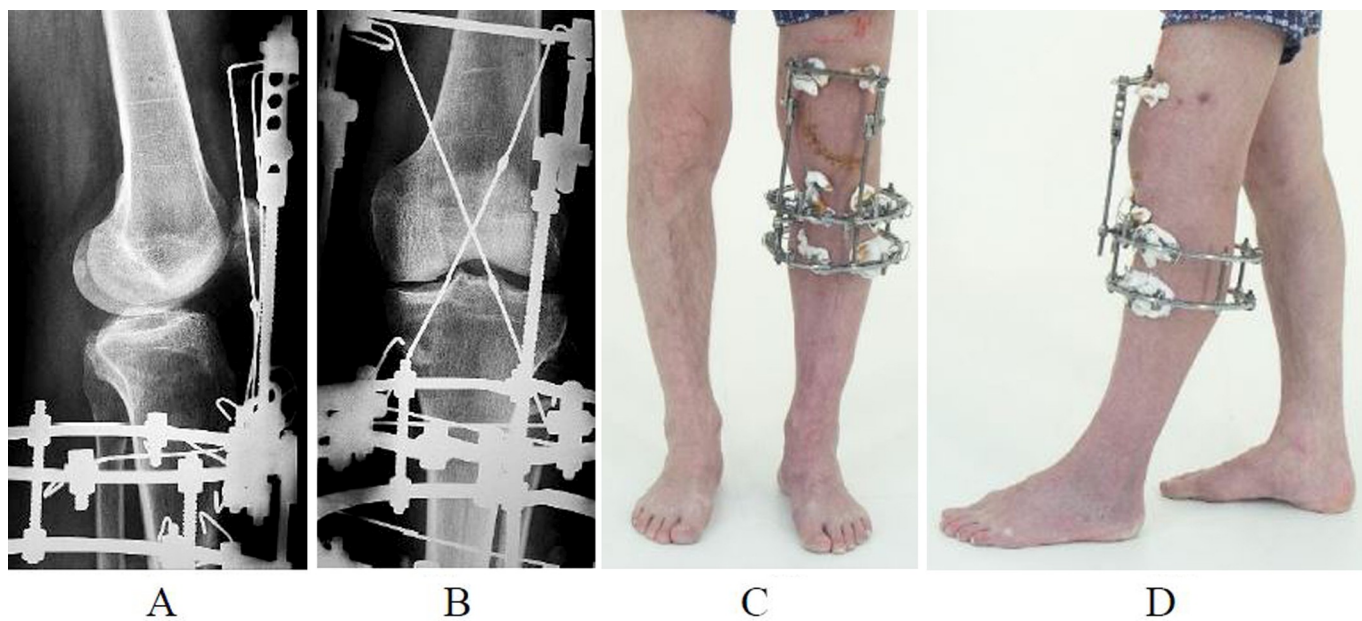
Рентгенограммы (А, В) и фото (С, D) пациента в процессе лечения (14-е сутки фиксации)
